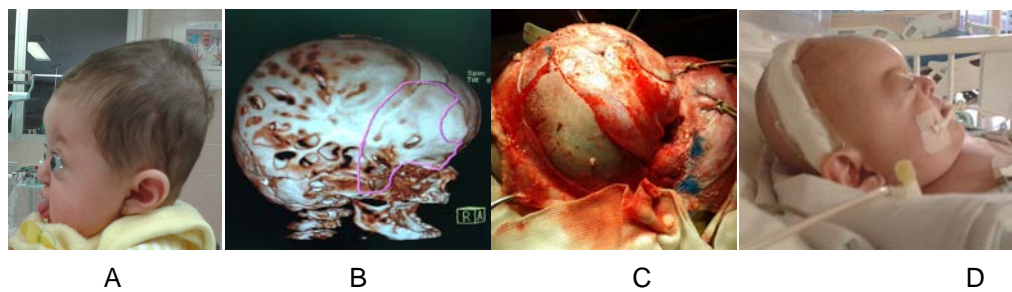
Síndrome de Apert en masculino de 3 meses. A) Mismo paciente de arriba, aquí perfil izquierdo, B) TC 3D lateral derecha el espacio de contorno marcado es el retirado, C) evento quirúrgico en donde ya es retirado el flap óseo frontal de cada lado, “osteotomía bifrontal flotante”, D) postoperatorio inmediato perfil derecho.
